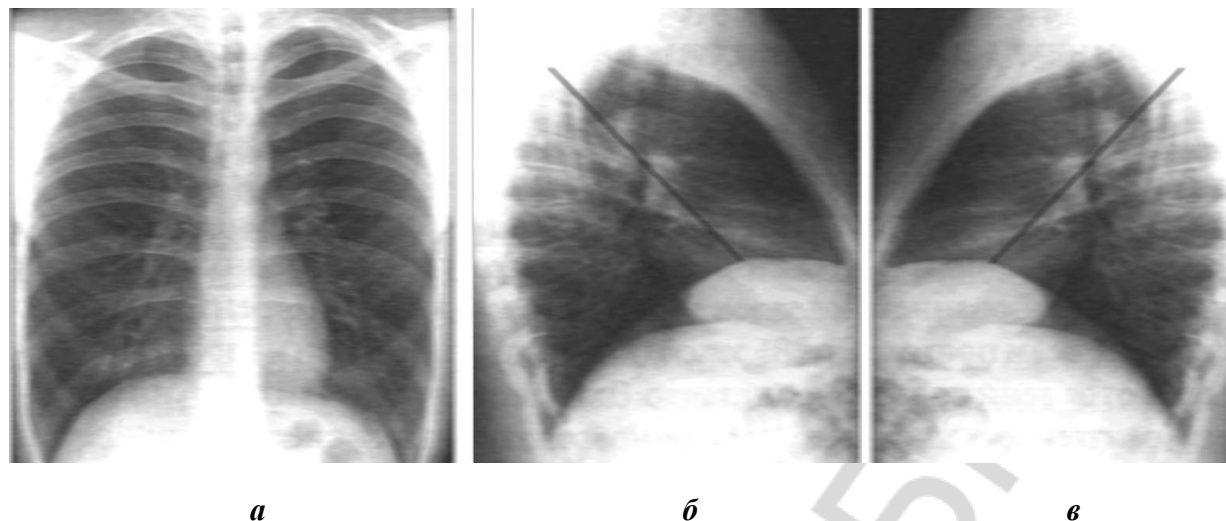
Рентгенограммы органов грудной полости с обозначением междолевых щелей в проекциях:
